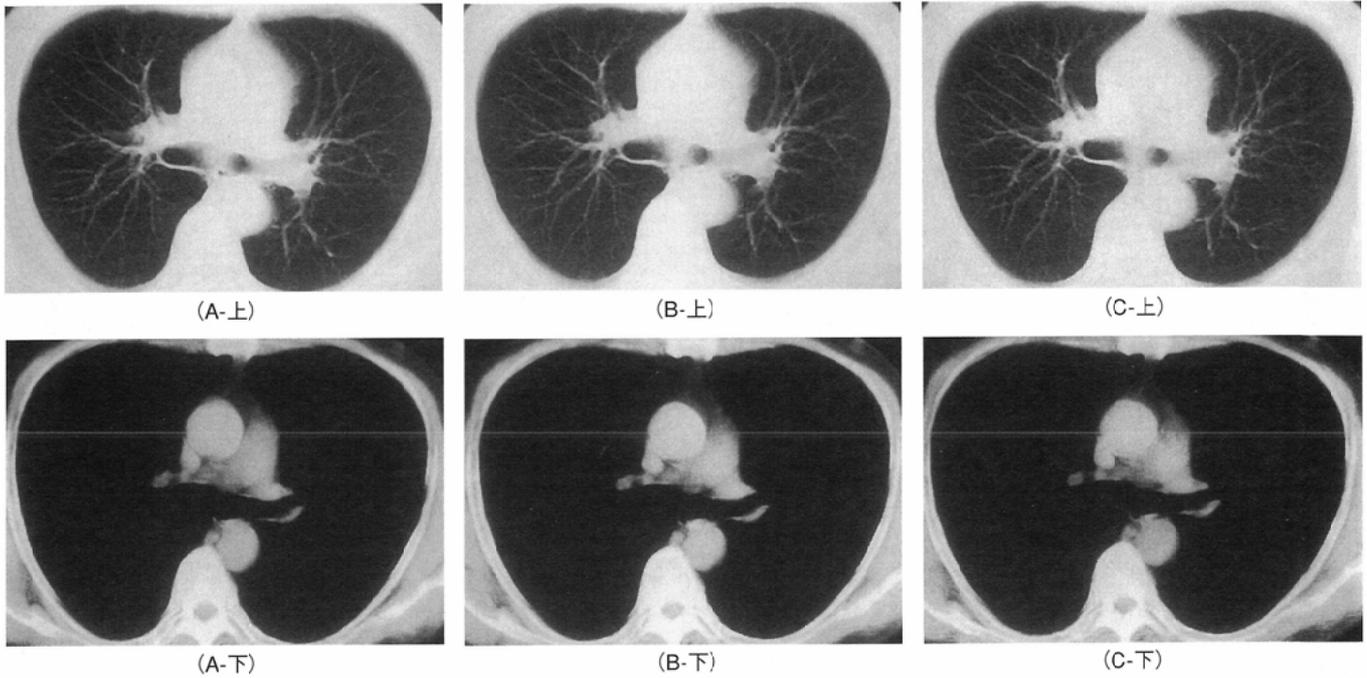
CT of the same volunteer under various tube current 2A: 150mA, 20mm/sec. 2B:100mA, 20mm/sec. 2C: 50mA, 20mm/sec. The images were not affected by decreasing the milliamperage.
